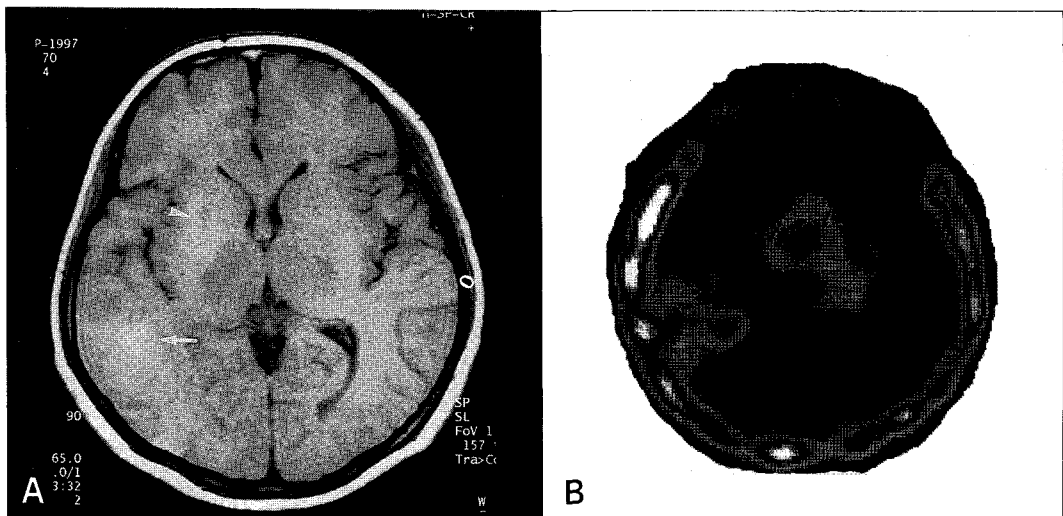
Enhanced T1-weighted MRI (Fig. 1A) shows inhomogeneous enhancement in the right temporal lobe region and ring-like enhancement in right lentiform nucleus region. Thallium brain SPECT image (Fig. 1B) shows tracer uptake in the right parietotemporal area.
